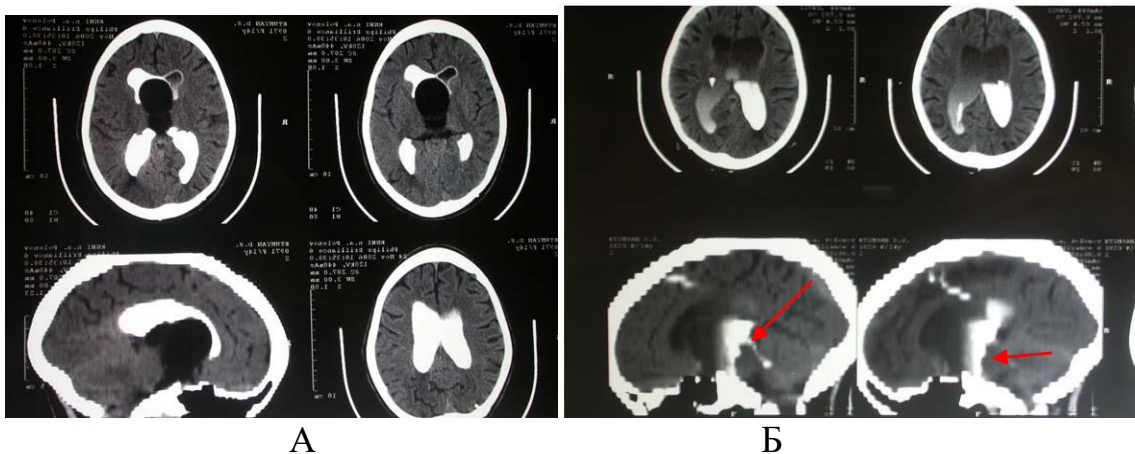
СКТ-вентрикулоцистернография. Наблюдение № 2. Больная Е., 10 лет, история болезни №1701-02. Д-з: Киста хиазмально-селлярной области. До операции (А) и после (Б) эндоскопического рассечения кисты. Заключение: появление пассажа контраста по водопроводу мозга и заполнение всей желудочковой системы (указано стрелками)
